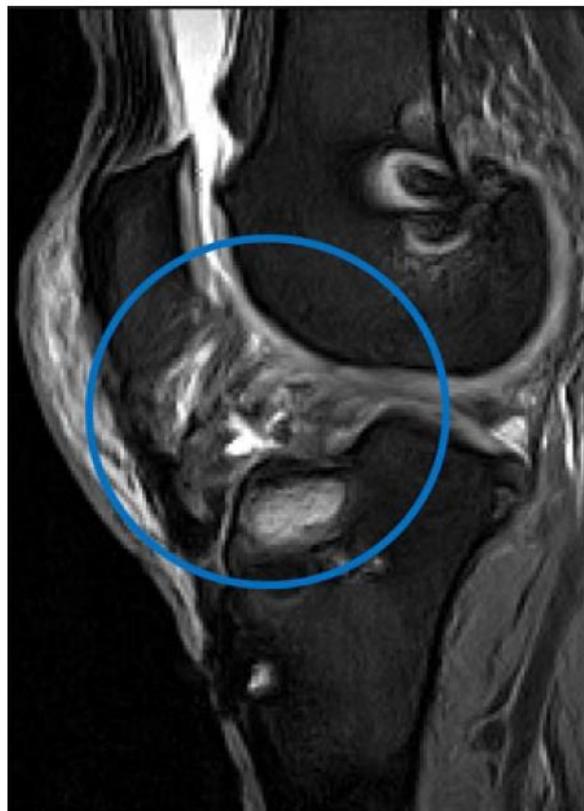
Representación por resonancia magnética de artrofibrosis (31).
